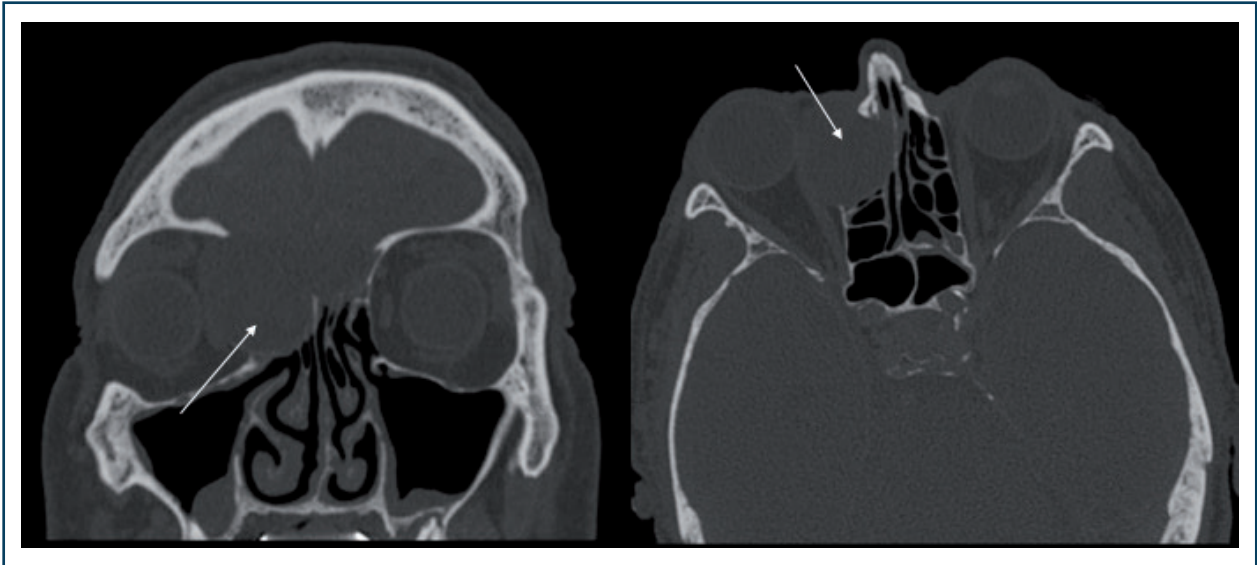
Mucocèle ethmoïdo-frontale (TDM).
